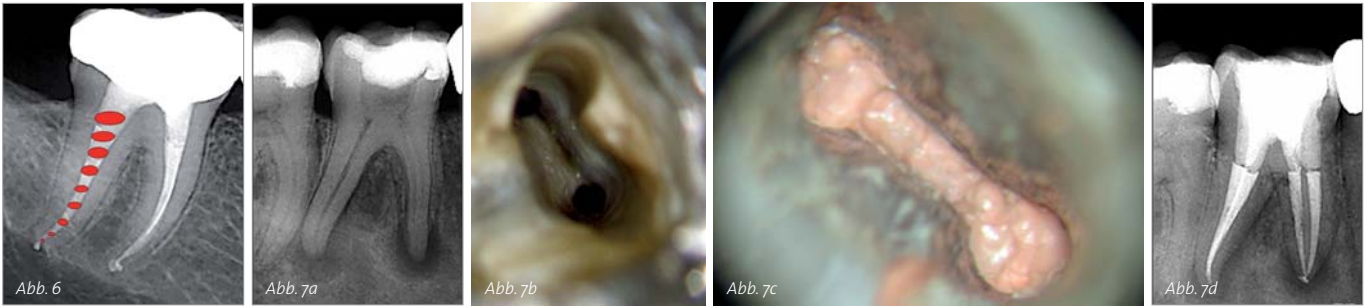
Kriterien nach Schilder für die WK-Aufbereitung: Foramen so klein wie praktisch möglich, Foramen am Ort erhalten, Erhalt der originären Anatomie, kontinuierliche Konizität von apikal nach koronal. – Abb. 7a–d: Röntgenausgangsbefund mit periradikulärer Parodontitis mesial und distal (a). Typischer sanduhrförmiger Querschnitt der distalen Wurzel eines unteren 6ers mit Konfluenz im unteren Wurzel Drittel (b) und dreidimensionaler WF klinisch (c) und röntgenologisch (d).
